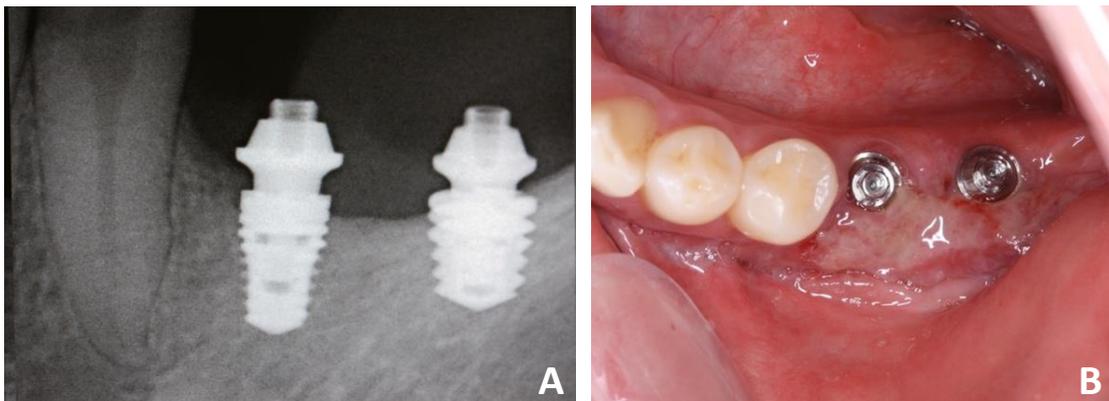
A. Radiografia periapical com mini pilares instalados para confecção de coroas provisórias; B. Pós-operatório de 12 dias
